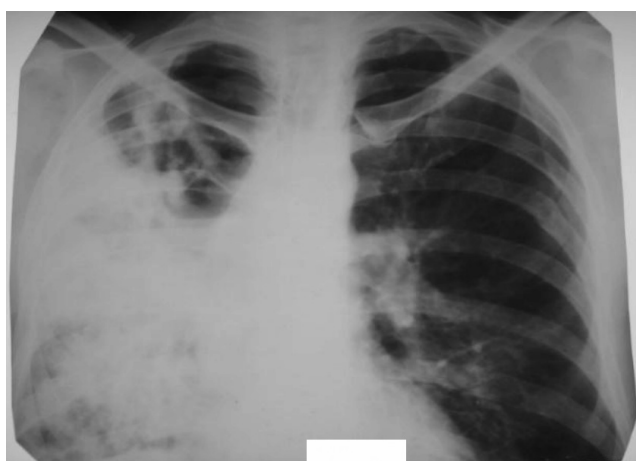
Обзорная рентгенограмма пациента Ц. через 16 сут. после госпитализации в терапевтическое отделение и 2 сут. в хирургическом отделении. Правое легкое разрушено. Диагноз: «распространенная гангрена правого легкого, кровохарканье»
